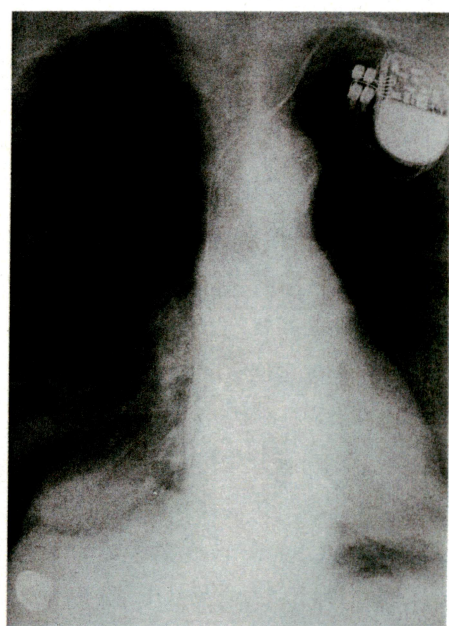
呼吸困難で搬送された際の胸部X線所見. 右肺は虚脱している
